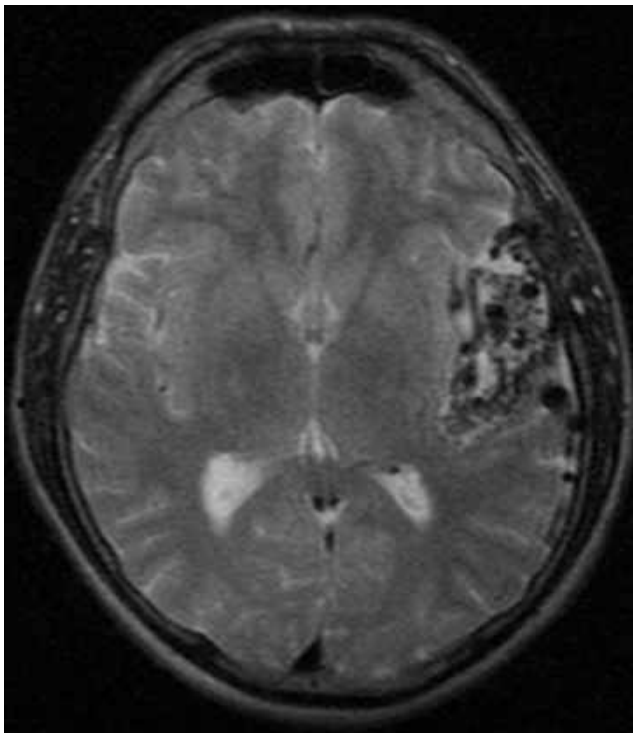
МРТ головного мозку (T2 ЗЗ, аксіальний зріз). АVM заповнюється з гілок середньої мозкової лівої Сільвієвої щілини.
